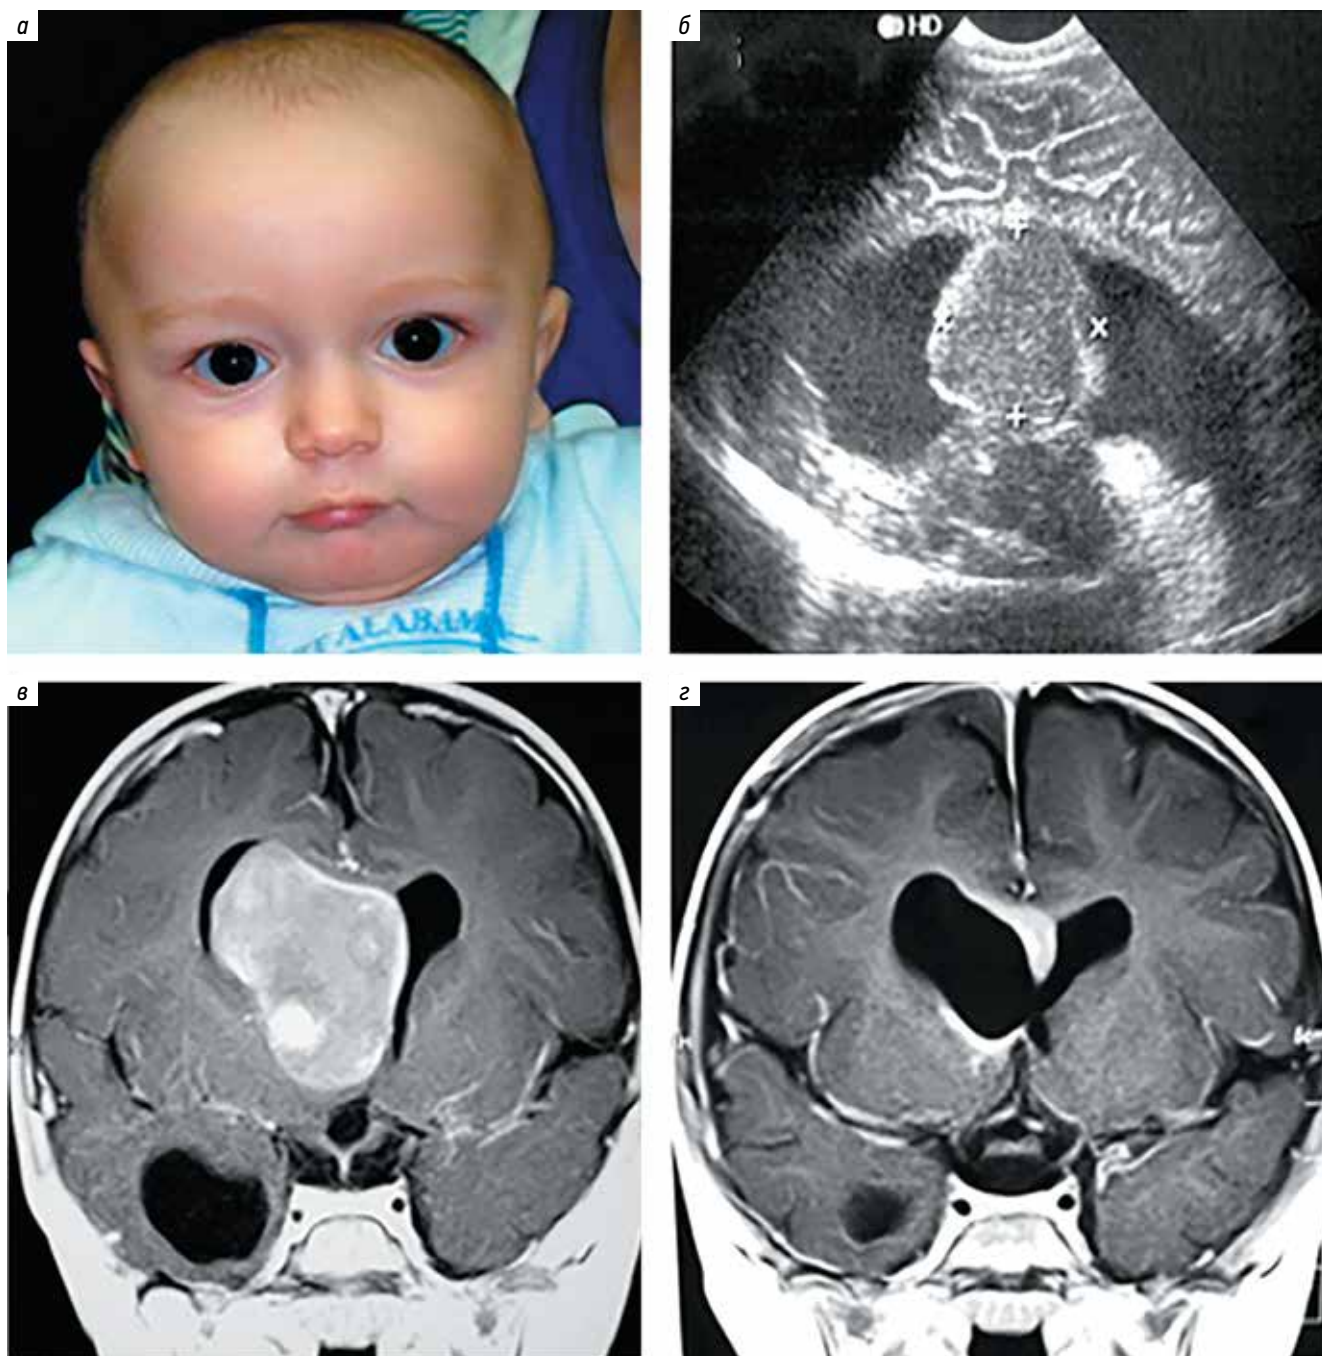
Клинически асимптомная опухоль прозрачной перегородки у ребенка 6 мес: а – общий вид ребенка; б – нейросонограмма; в – магнитно-резонансная томография до операции; г – магнитно-резонансная томография через 5 мес после операции
